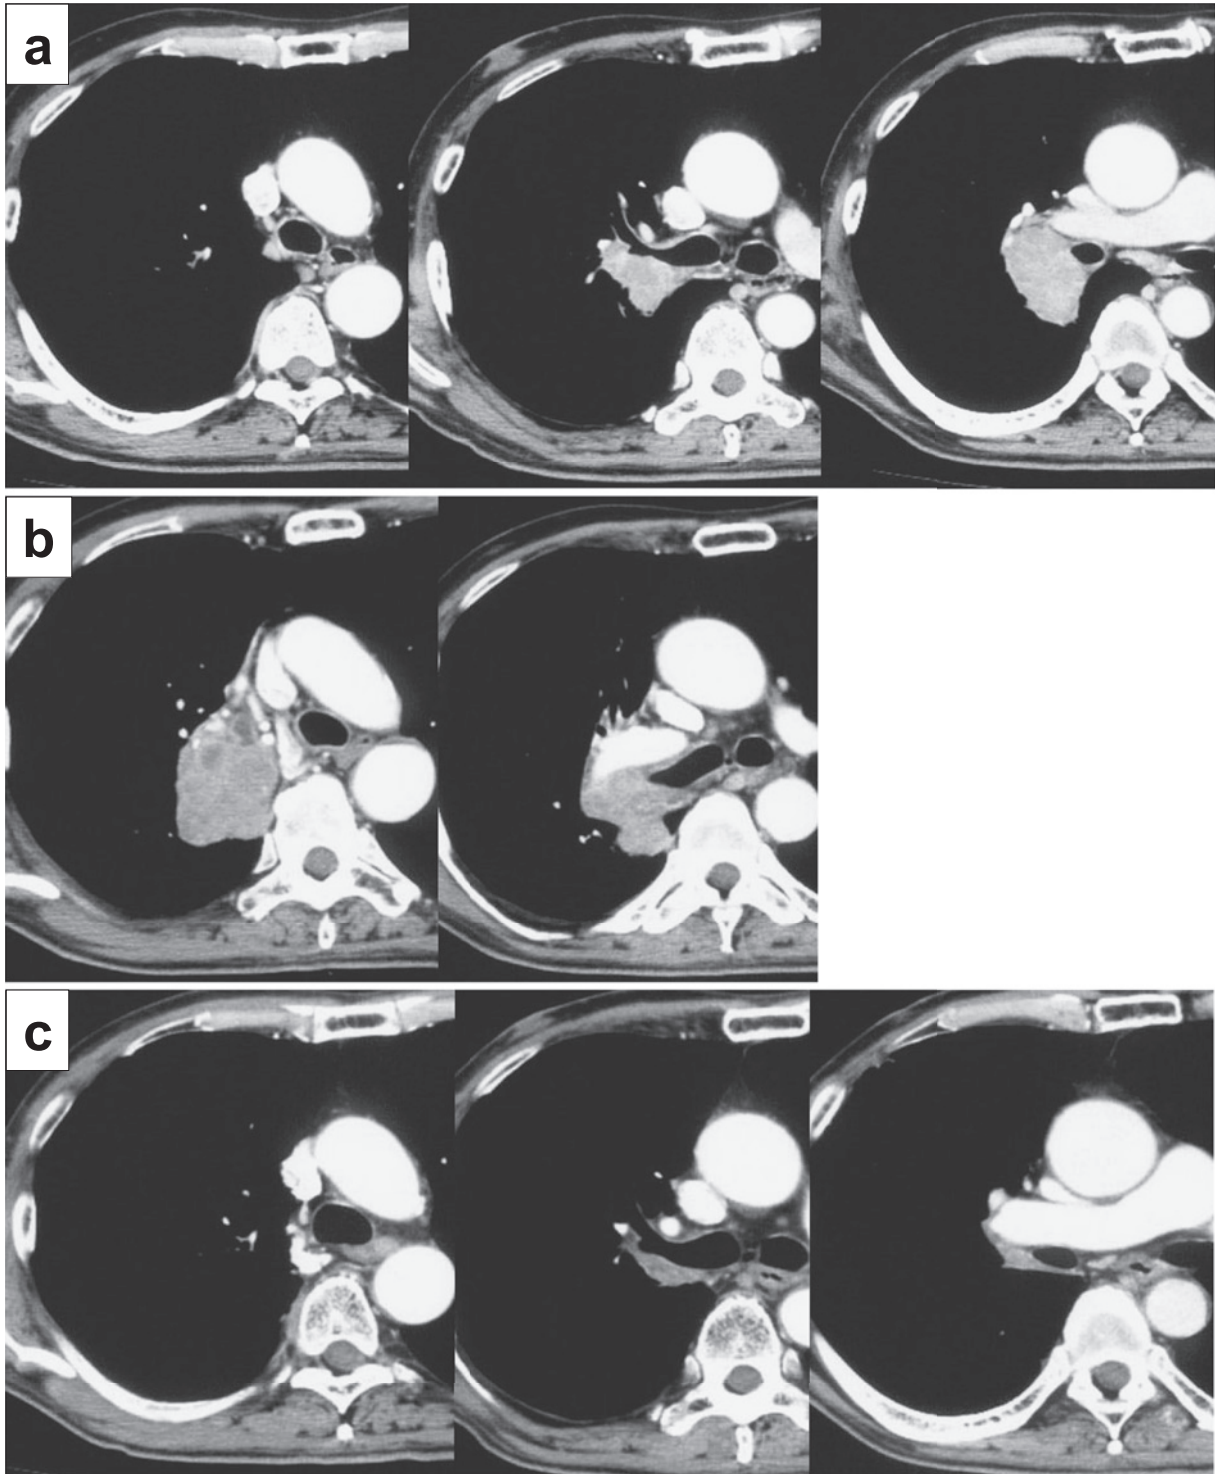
a) Chest CT in September 2000 shows a 65-mm mass shadow in the right S² area. b) Chest CT in January 2001 shows regrowth of the tumor, especially in the upper lobe lesion. c) Chest CT in May 2001 shows clear reduction of the tumor.
